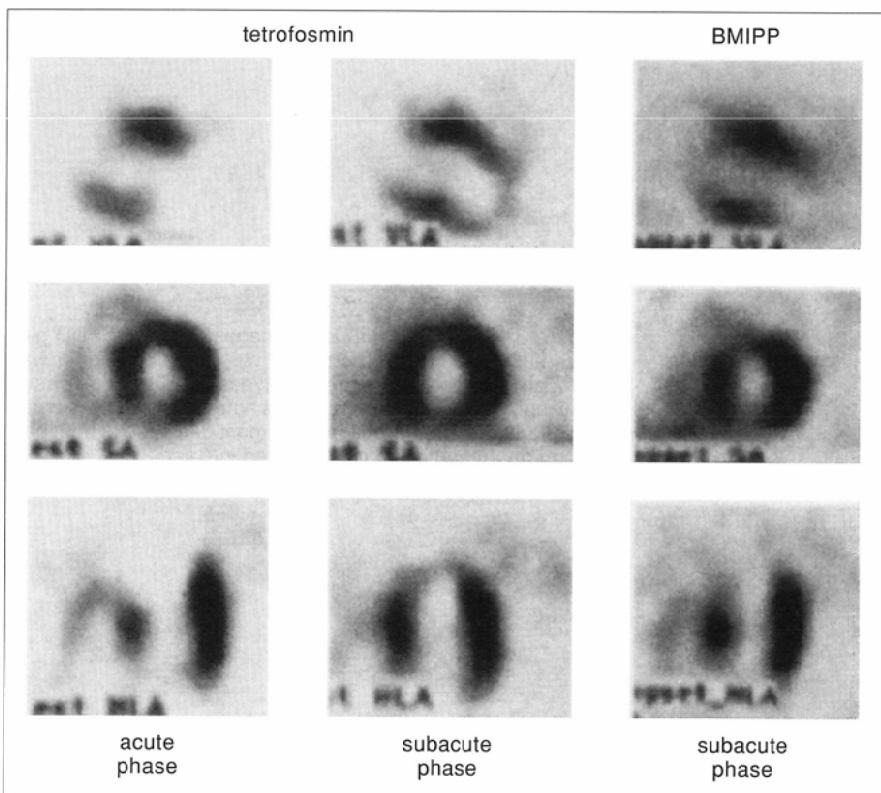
SPECT images of tetrofosmin perfusion at the acute (left) and subacute (middle) phases, and BMIPP SPECT images at the subacute phase (right) of a patient with acute anterior wall myocardial infarction. Although significant improvement in perfusion is seen in the apical region, reduced BMIPP uptake is noted in the same area, probably due to persistent metabolic abnormality after recovery of perfusion.
